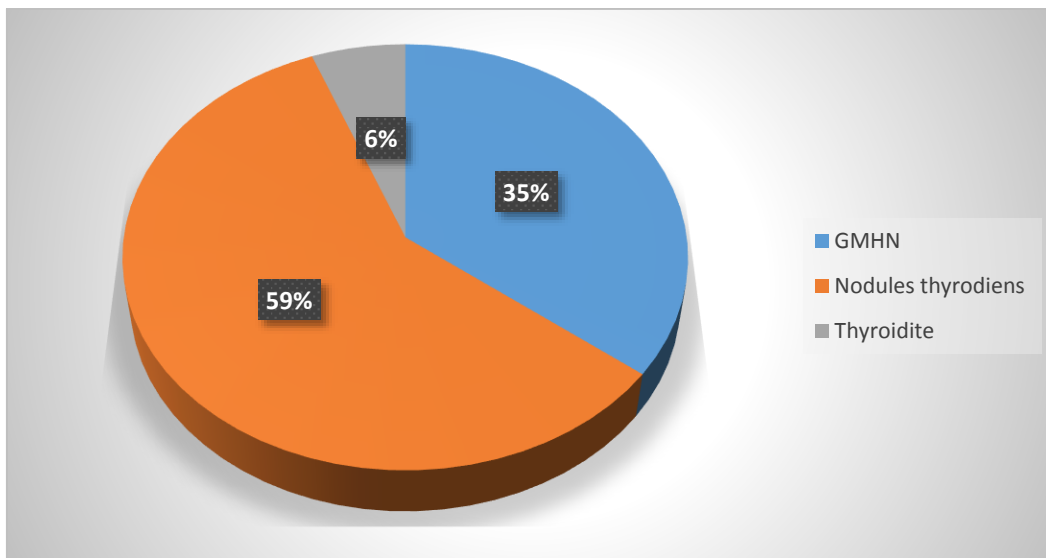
Répartition des patients en fonction d'anomalies thyroïdiennes objectivées au cours de l'échographie cervicale
